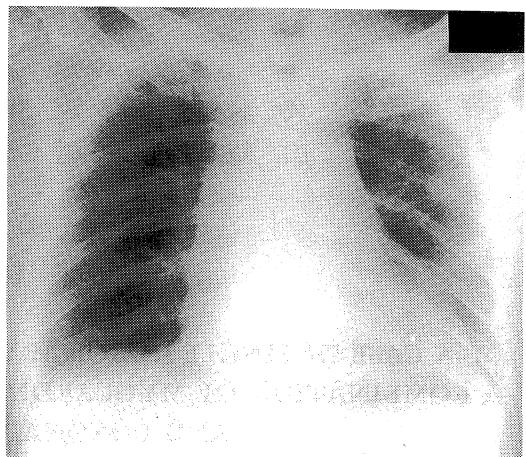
Chest X-ray: CTR 59 %.
